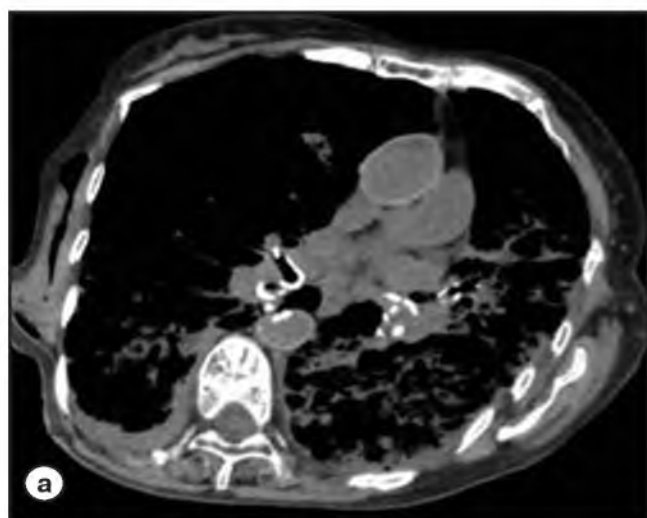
Посмертная МСКТ грудной клетки, аксиальные срезы (справа – мягкотканое окно, слева – легочное) [7]. Остановка сердца. Реанимационные мероприятия – непрямой массаж сердца, ИВЛ. Обнаружены множественные переломы ребер (указаны стрелками), правосторонний пневмогемоторакс и подкожная эмфизема.
